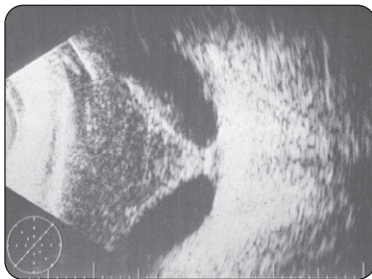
Échographie en mode B montrant une hémorragie intravitréenne et un décollement total de la rétine tractionnel
